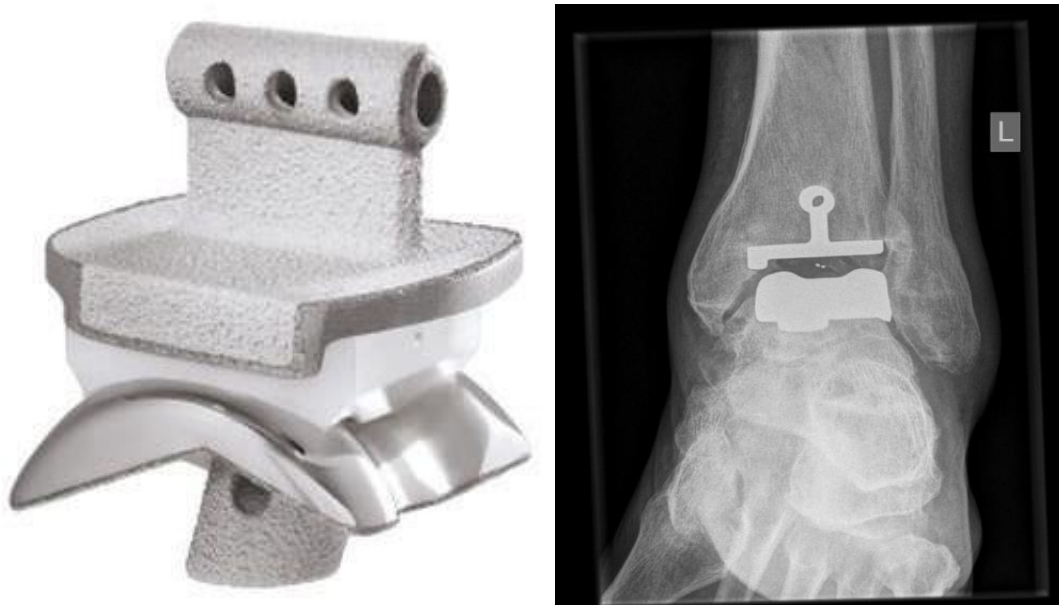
Die „Salto“-OSG-Endoprothese der Firma Tornier (Links: modifiziert nach Bonnin, Donley, Judet, & Colombier, 2015; Rechts: Röntgenbild des linken OSG in a.p.-Aufnahme, Schön Klinik München Harlaching)
